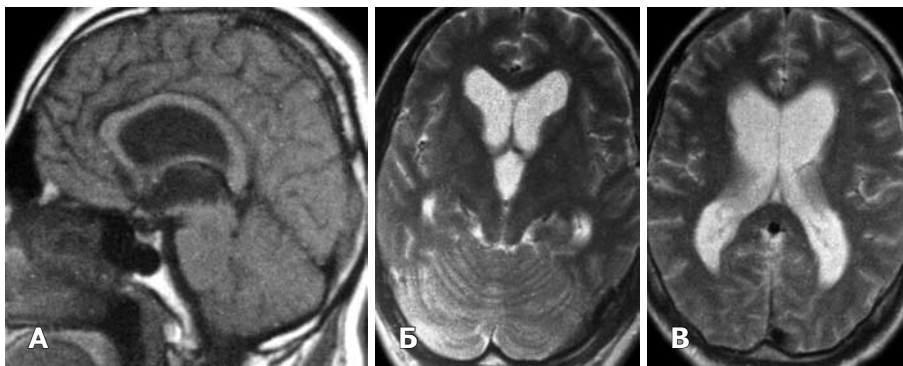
Контрольное МРТ головного мозга в послеоперационном периоде. А — в сагиттальной плоскости размеры III желудочка уменьшились, конфигурация его полости стала более сглаженной; Б-В — в аксиальной плоскости определяется значительное уменьшение боковых и III желудочков по сравнению с показателями до операции.
